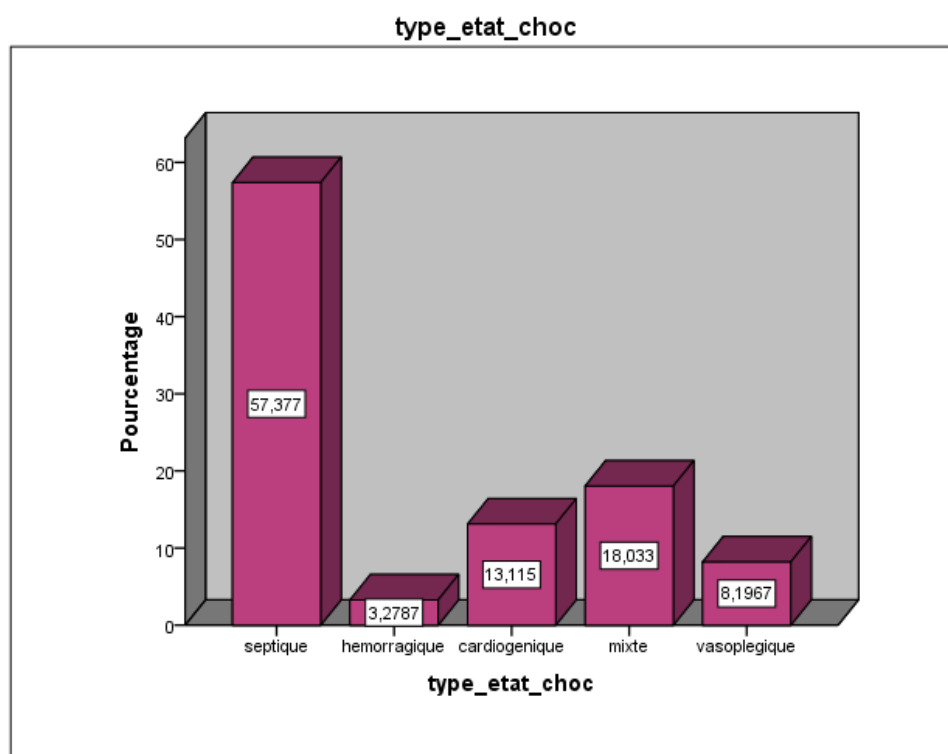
Répartition des états de choc des patients monitorés par échocardiographie.
